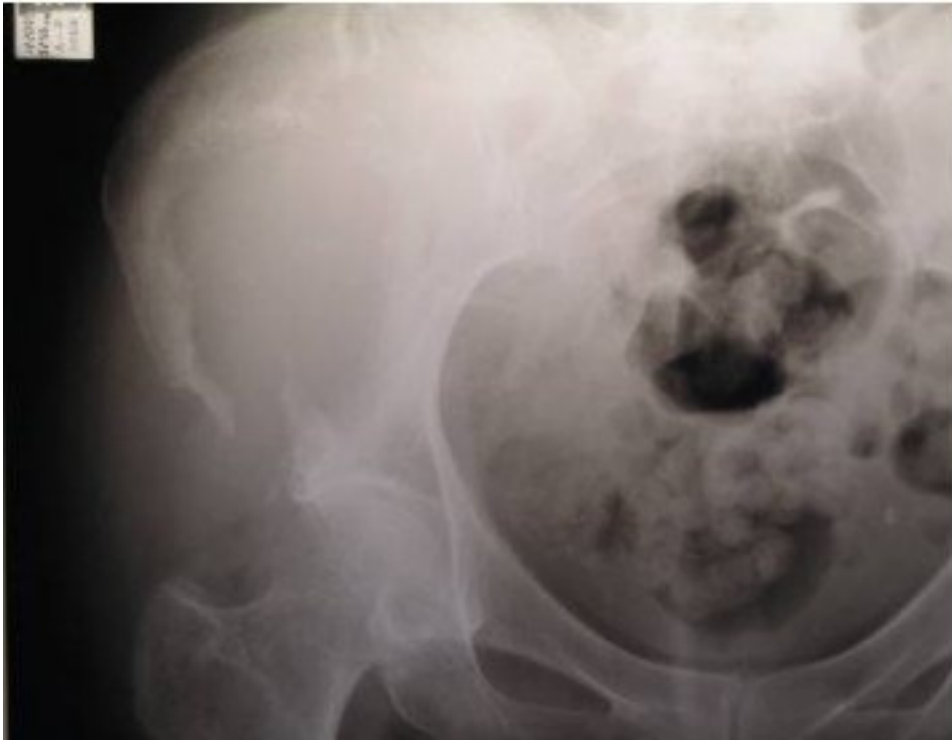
Radiografía de pelvis. Se observa la lesión osteolítica con destrucción ósea.
